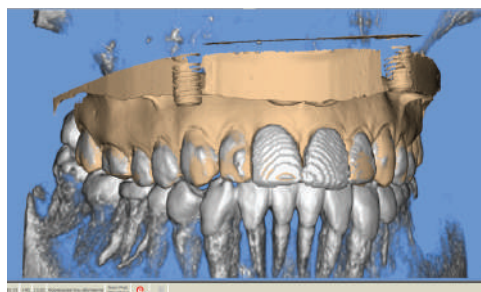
Конусно-лучевая компьютерная томография совмещена с STL-файлом верхней челюсти
